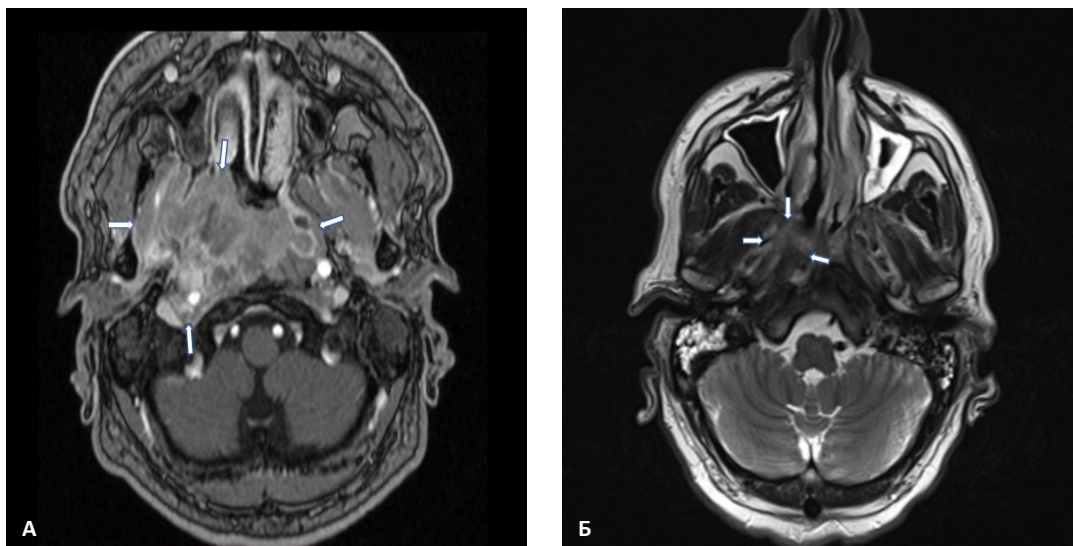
Магнитно-резонансная томография в коронарной проекции с контрастным усилением. А — до суперселективной химиоэмболизации; В — после суперселективной химиоэмболизации. На МР снимках отмечается значительное уменьшение размеров опухоли
